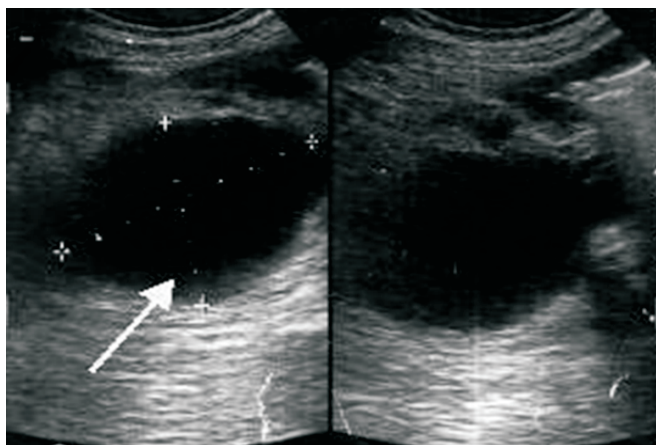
USG. Pseudochist cefalopancreatic
